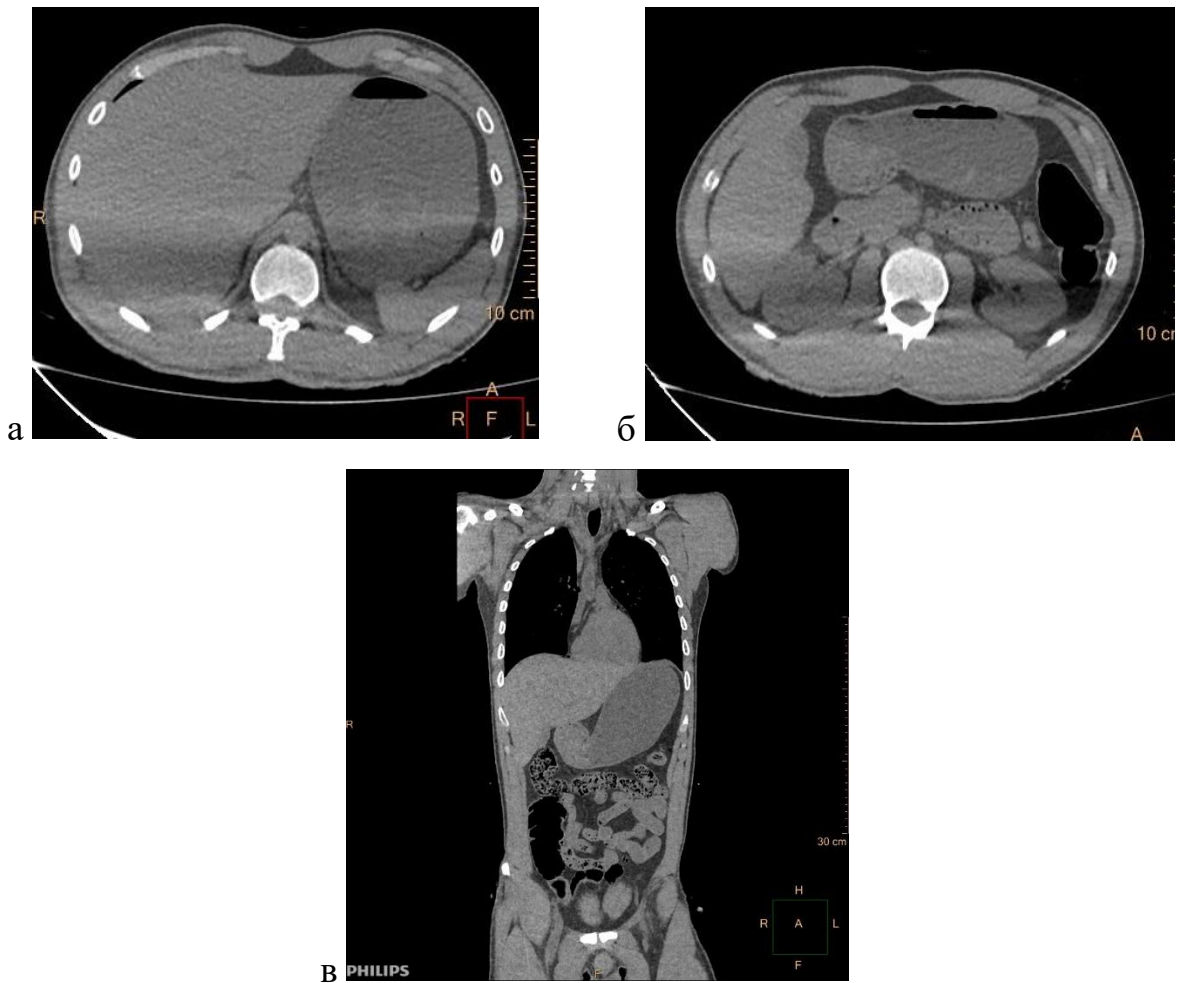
а, б, в - Содержимое в желудке и двенадцатиперстной кишке. Посмертное КТ-исследование
